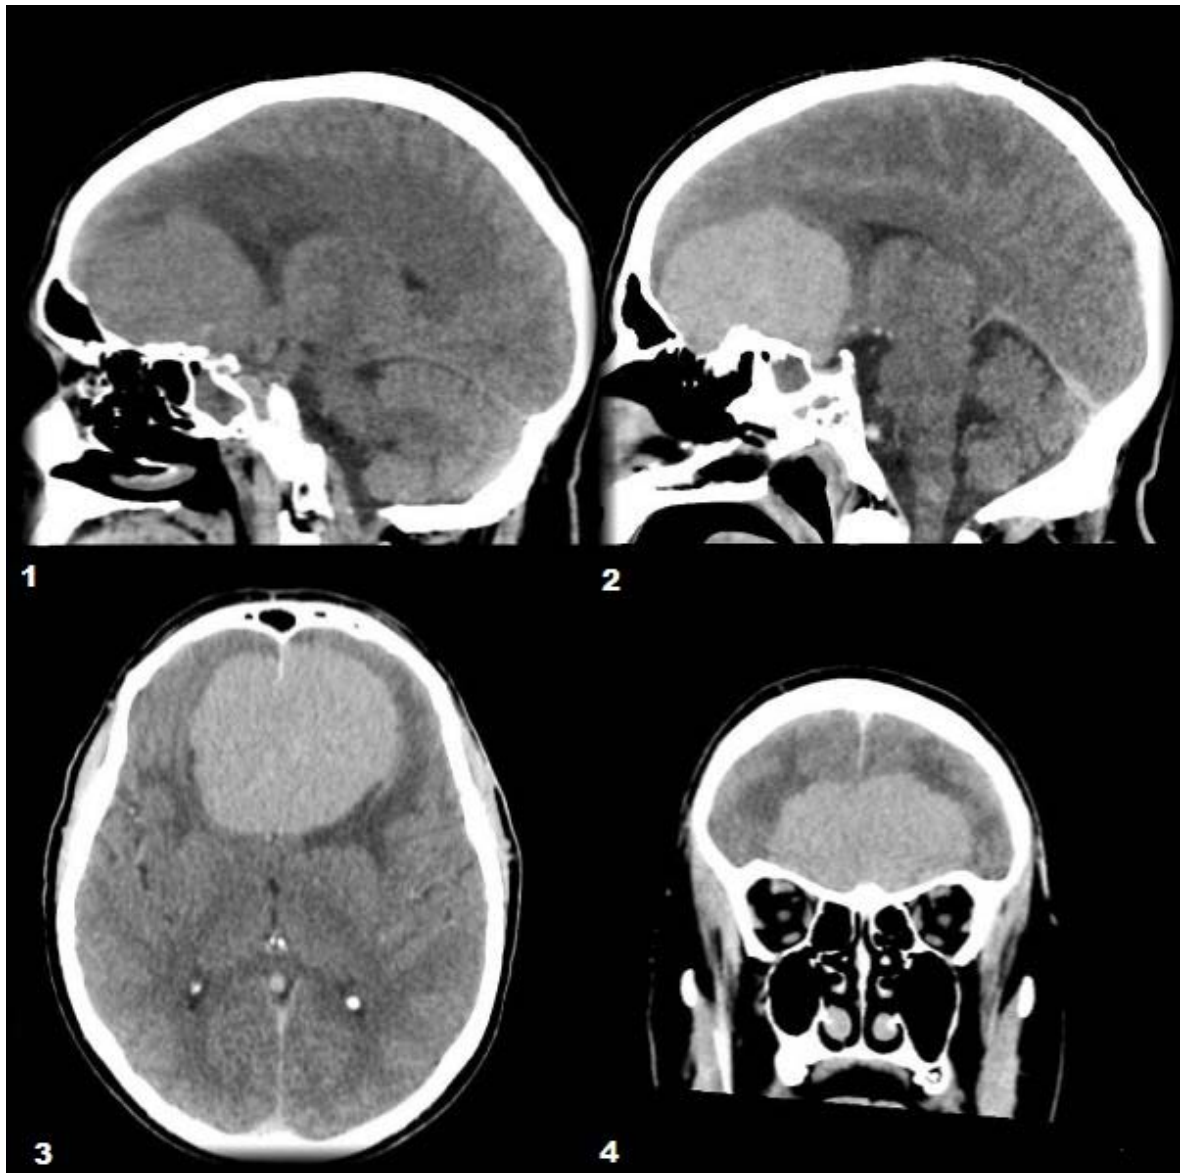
TDM : 1. Sagittal sans contraste 2. Sagittal avec contraste 3. Axial avec contraste
